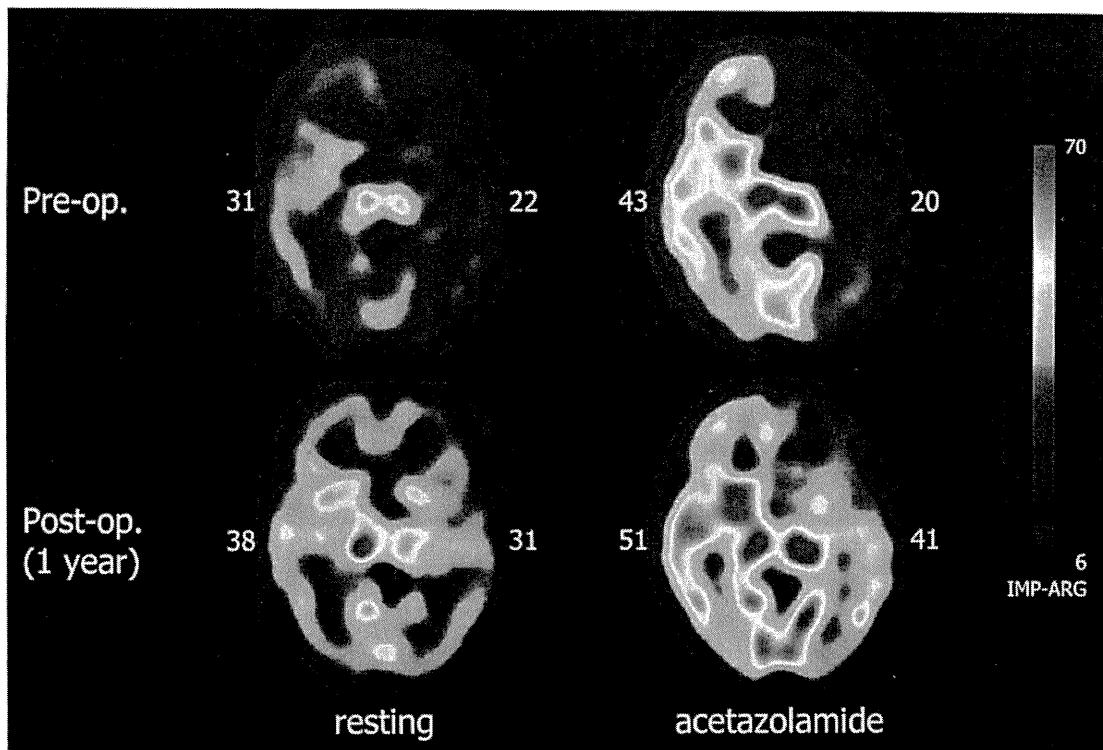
慢性期の EC-IC バイパス術前後の脳血流 SPECT 定量画像
